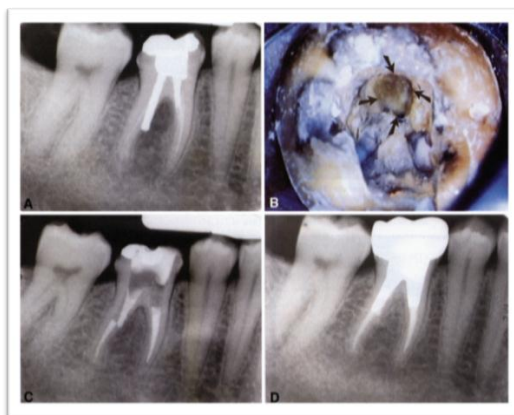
A. Radiografía preoperatoria con raíz distal perforada. B) sitio de la perforación y extensión después de retirar poste. C) Reparación de la perforación con MTA. D) Radiografía postoperatoria que muestra reparación completa de la perforación. (Torabinejad 1999).
